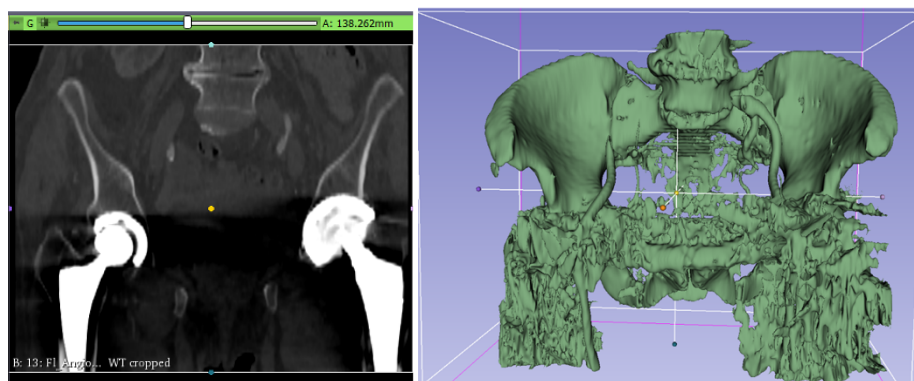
Endoprothesen-Einlage CT, coronar und 3D-Rekonstruktion
